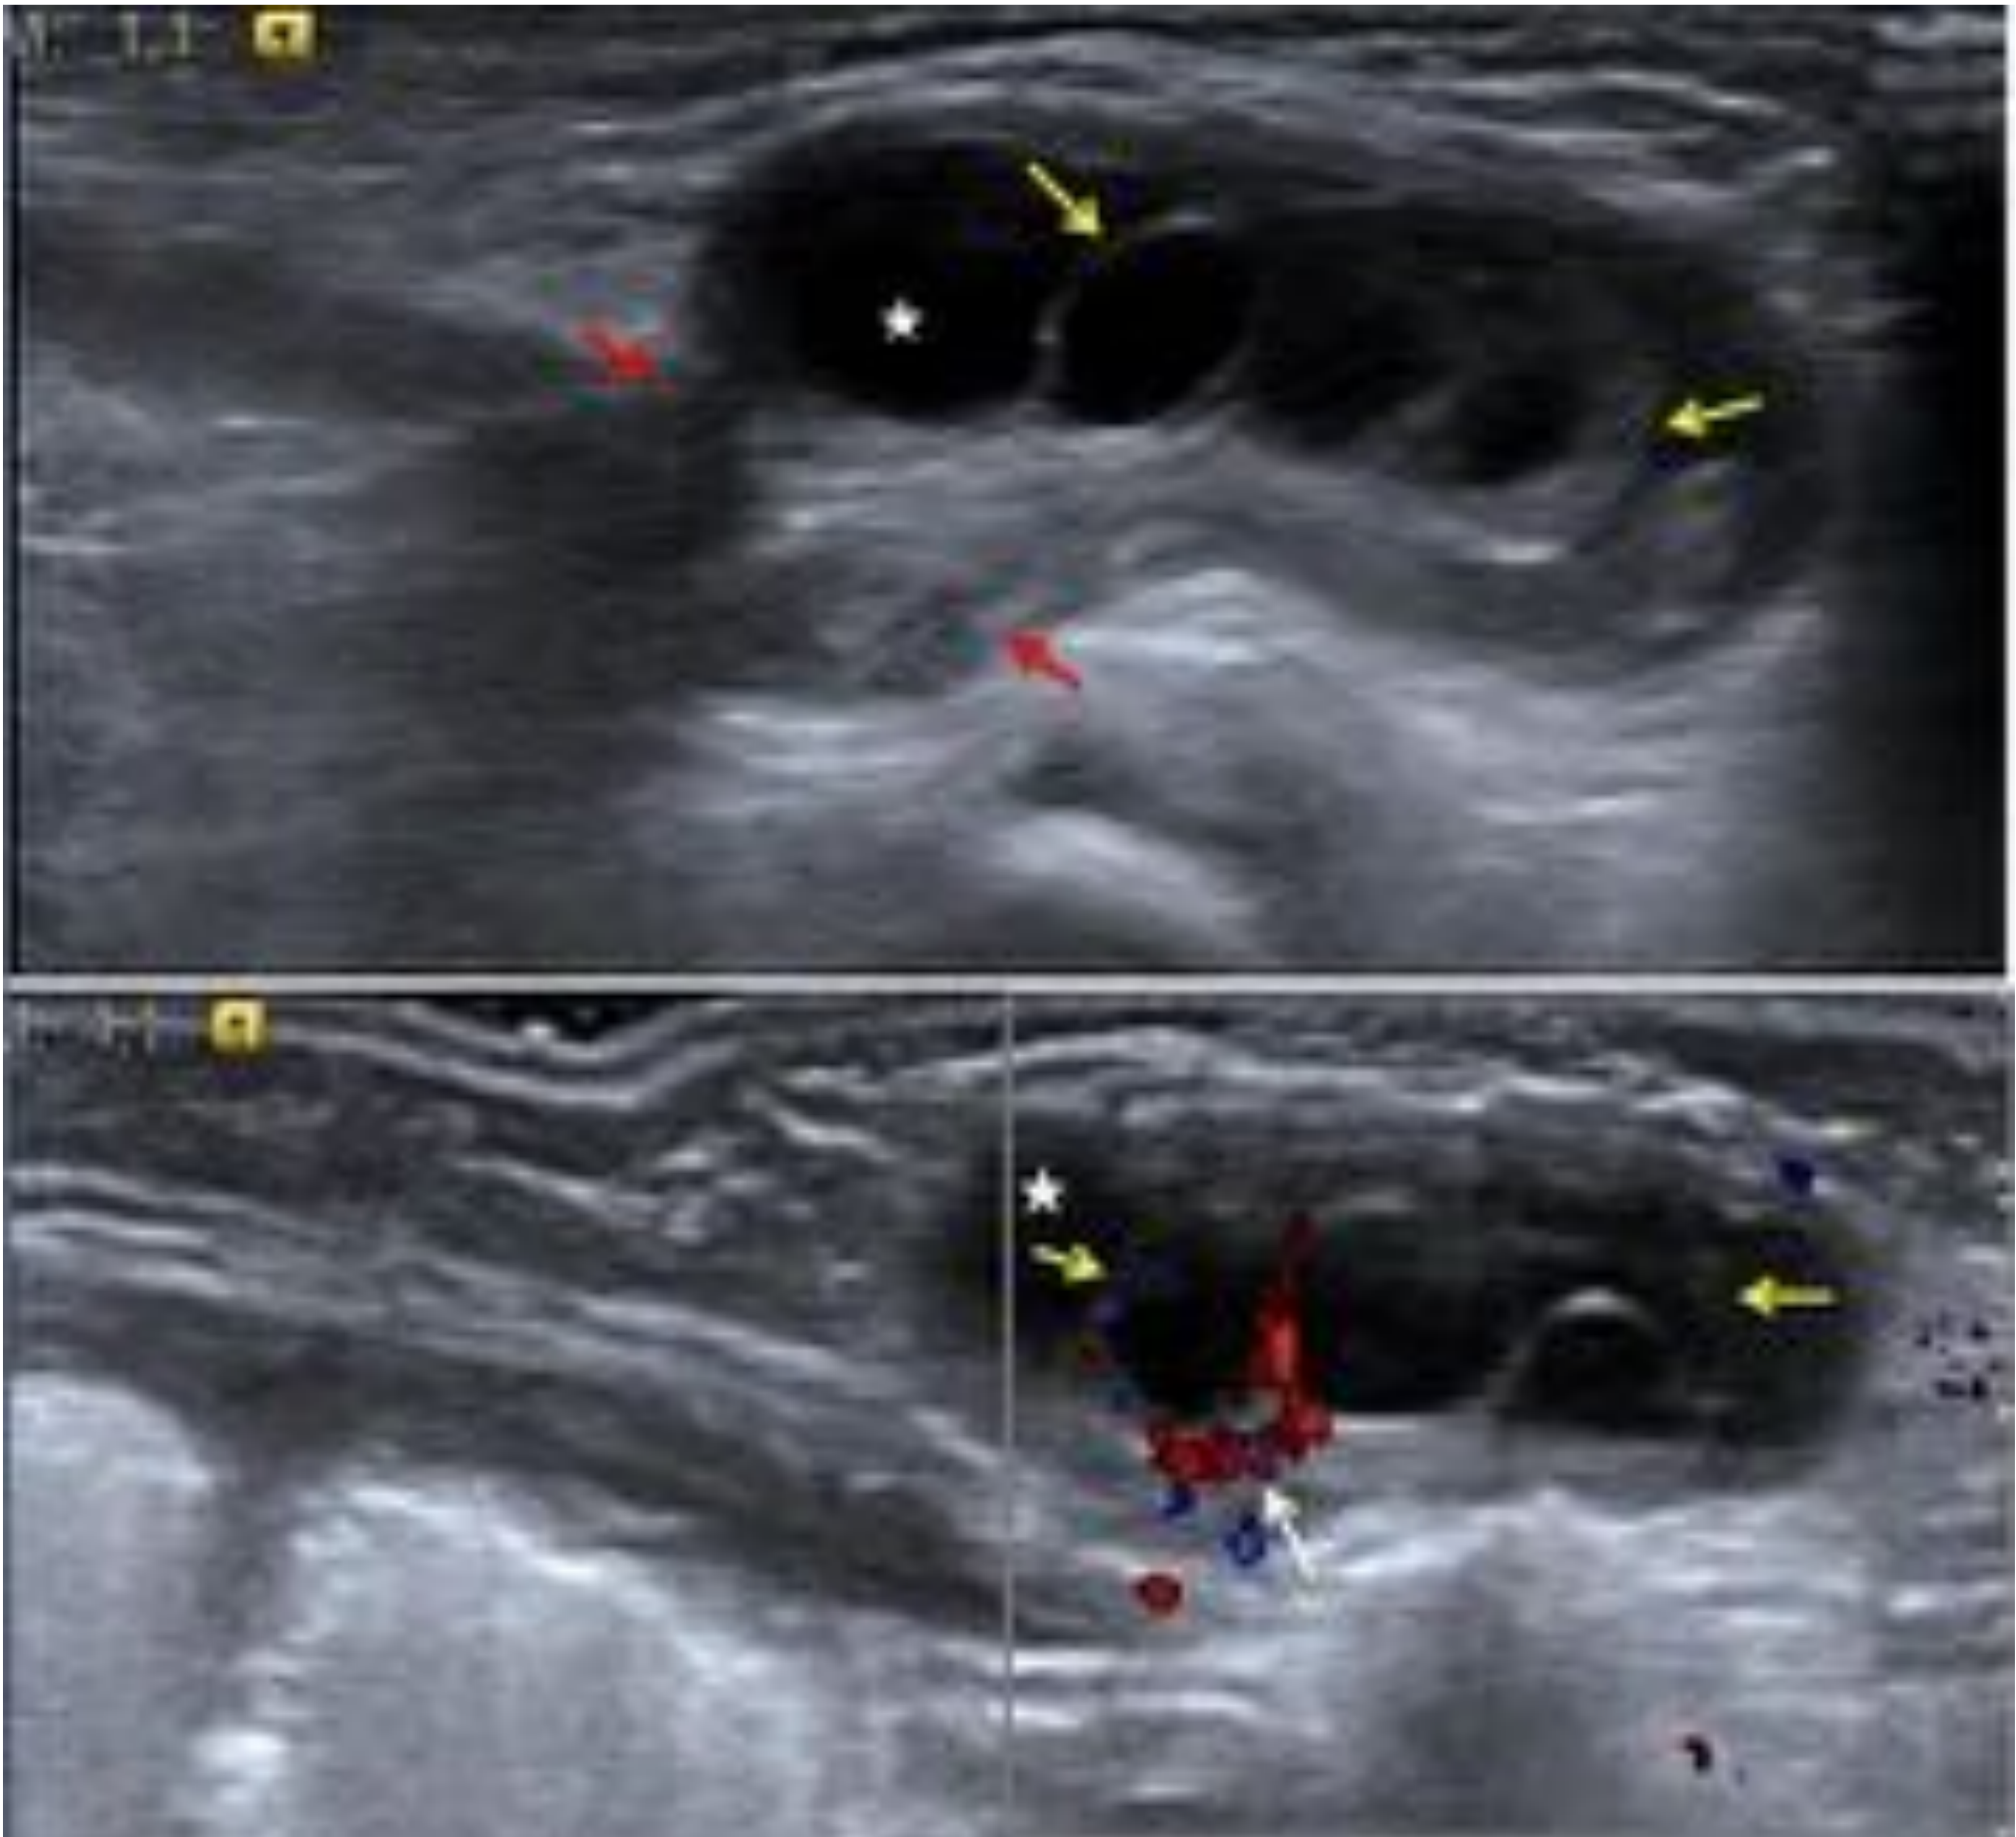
Paciente femenina de 6 semanas de edad con bulto inguinal. En la ecografía inguinal se visualiza persistencia del proseso vaginalis o canal de Nuck (flechas rojas), por el cual protruye una imagen una imagen ovalada con microquistes que corresponde con ovario derecho (flechas amarillas) y alrededor de éste se identifica una escasa cantidad de líquido (estrella). El estudio doppler color del parénquima ovárico estaba preservado (flecha blanca). Se orientó como hernia del canal de Nuck derecho con contenido ovárico. Se realizó herniorrafia inguinal con reducción del ovario viable a la cavidad abdominal.
